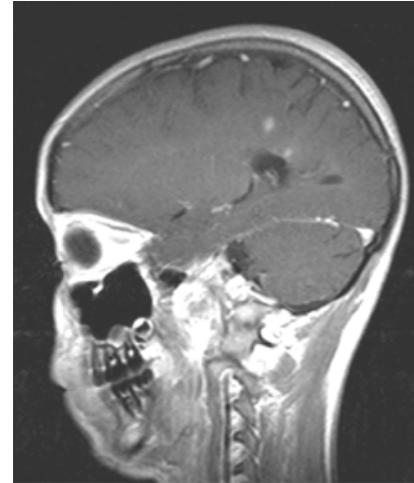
Corte sagital de RM cerebral, T1 con gadolinio. Corresponde al mismo paciente de la imagen previa. En este corte sagital se identifican dos lesiones captantes del medio de contraste, siendo una pericallosal.
